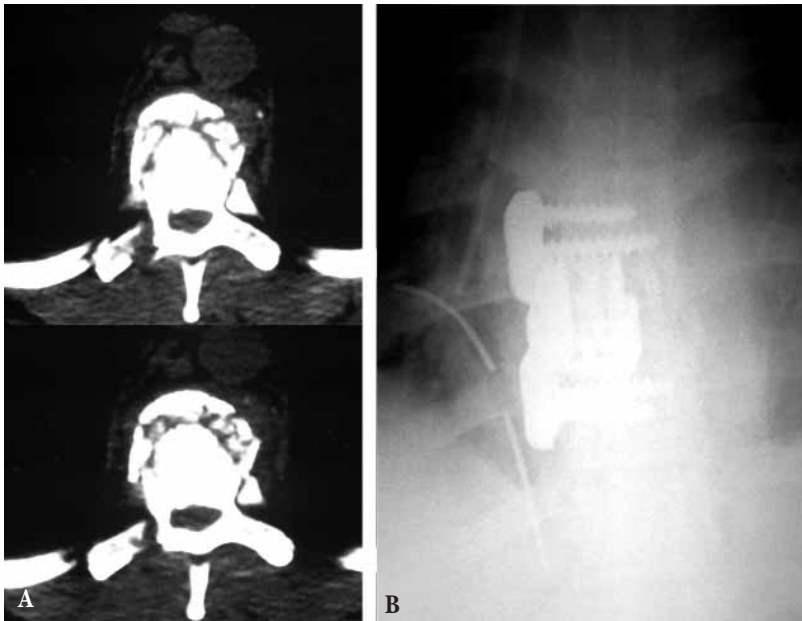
A) Cortes axiales de TC en un varón de 32 años que sufre una precipitación desde 4 metros de altura. Se objetiva un estallido del cuerpo vertebral T9, con invasión del canal medular. Dado que el paciente presentaba un nivel medular incompleto se decidió la realización de una corpectomía T10 por vía anterolateral (toracotomía) con carácter de urgencia. B) Radiografía PA de tórax de control en que se puede ver el constructo empleado para la sustitución del cuerpo dañado.
